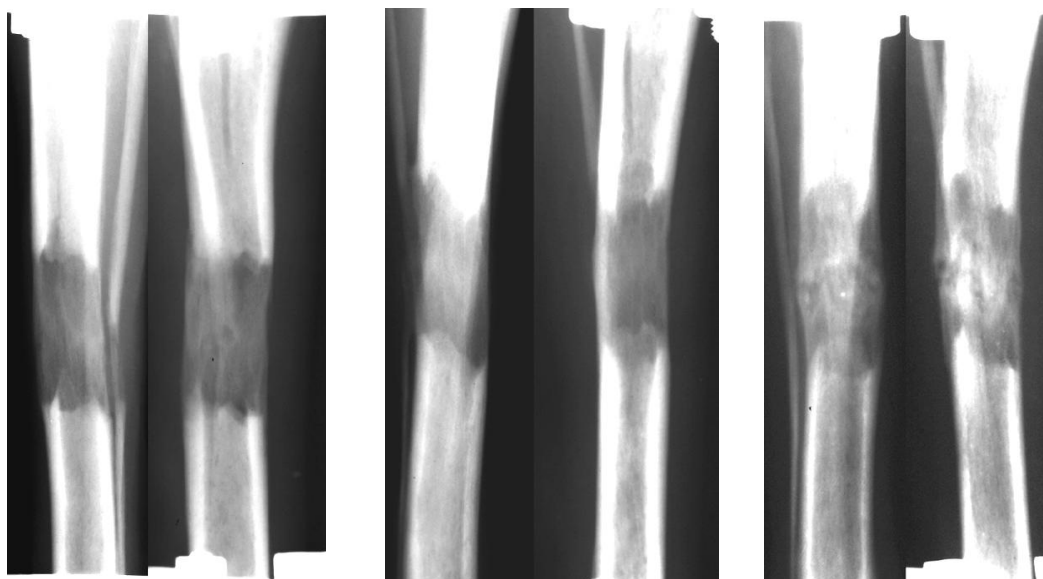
Рентгенограммы distractionного регенерата через 30 дней фиксации после удлинения конечности автодистракторами в ночное время суток.
